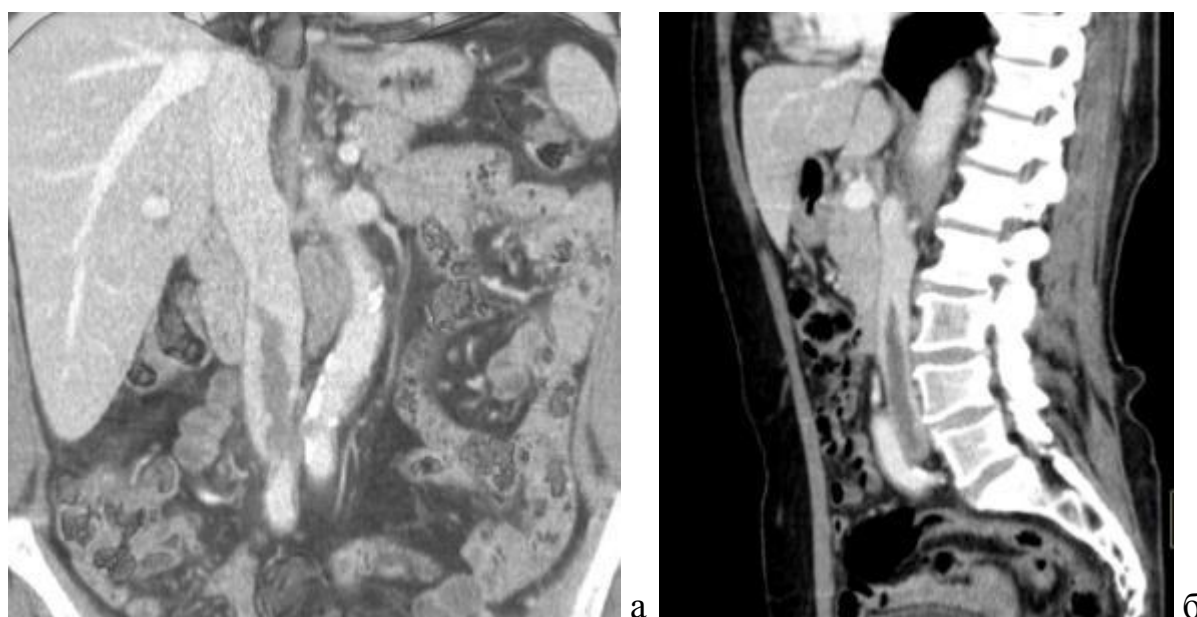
Мультиспіральна комп'ютерна томографія з внутрішньовенним контрастуванням: тромботична оклюзія нижньої порожнистої вени (фронтальна (а) та сагітальна (б) проекції).
